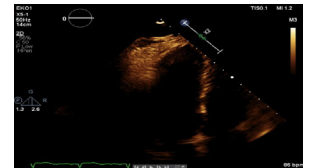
Echocardiography 4.
